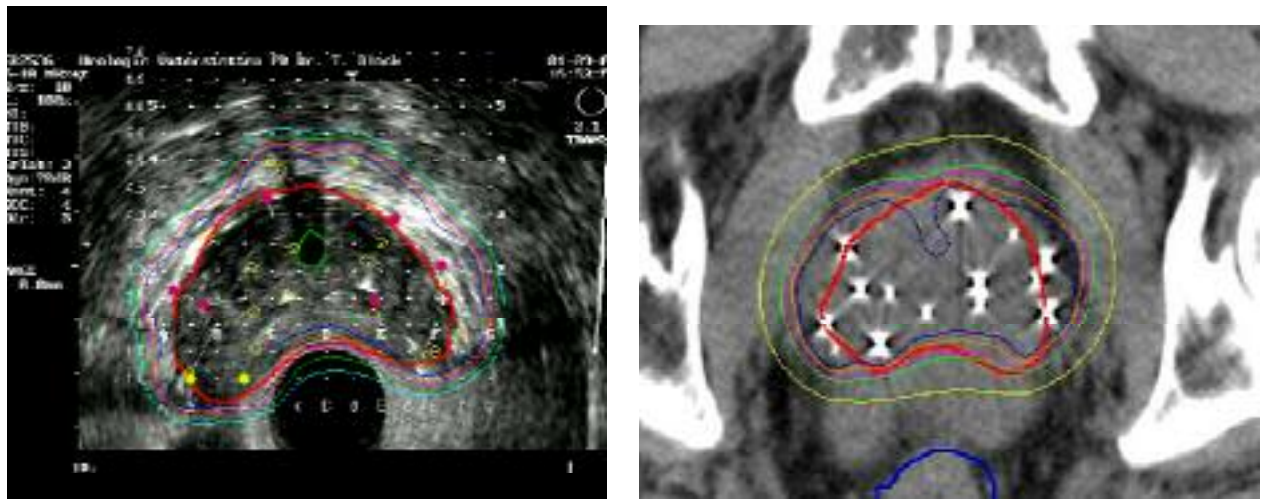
CT-Nachplanung und korrespondierende TRUS-Implantationskontrolle nach „Nachspickung“
